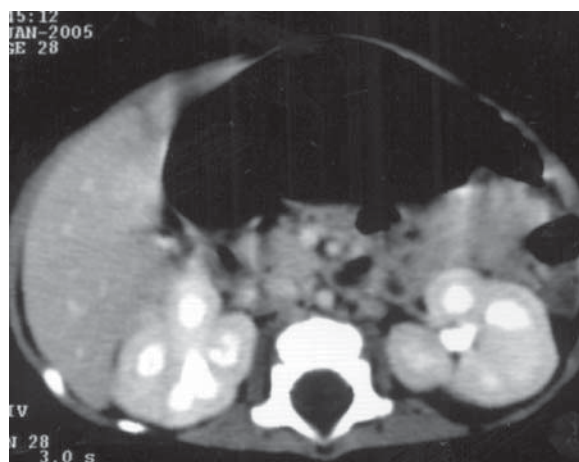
Nefrocalcinoză medulară. Secțiune axială CT.
